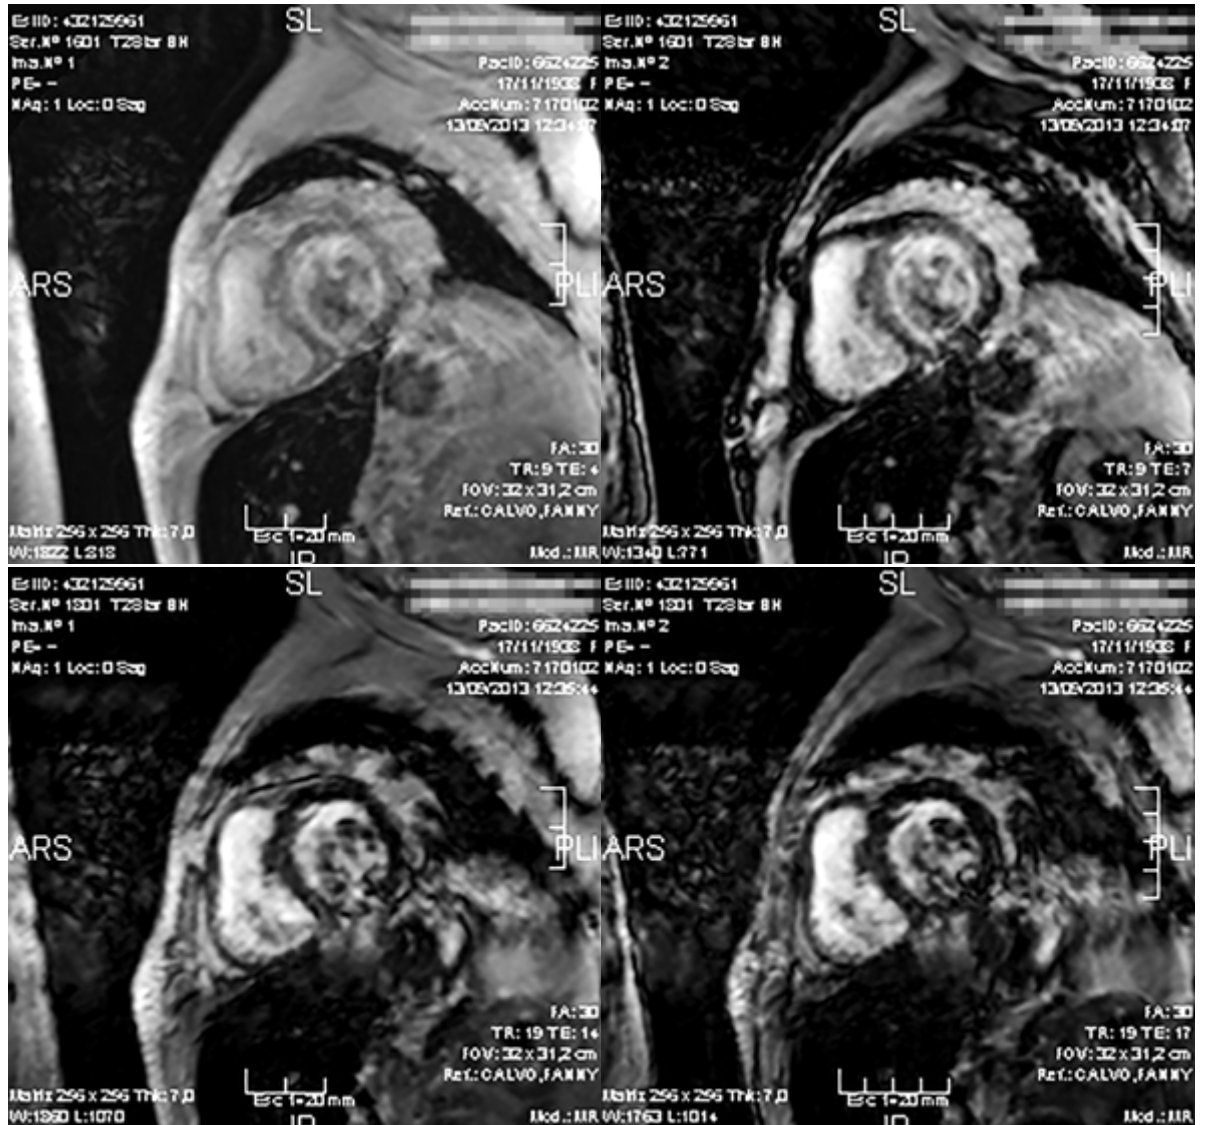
Secuencias T2 estrella (T2*) en resonancia magnética cardíaca. Las secuencias T2* permiten valorar la sobrecarga de hierro en el estudio de la hemocromatosis debido a la pérdida de señal que generan estas partículas sobre el miocardio secundario al campo magnético. Un tiempo de aparición de las señales mayor de 20 ms descarta sobrecarga férrica sobre el miocardio; la aparición de entre 10-20 ms evidencia sobrecarga leve a moderada, y menor de 10ms demuestra sobrecarga férrica severa. En este caso, la secuencia T2* hace evidente la sobrecarga de hierro en el miocardio a los 6 ms, confirmando la sospecha clínica sobre la paciente.
